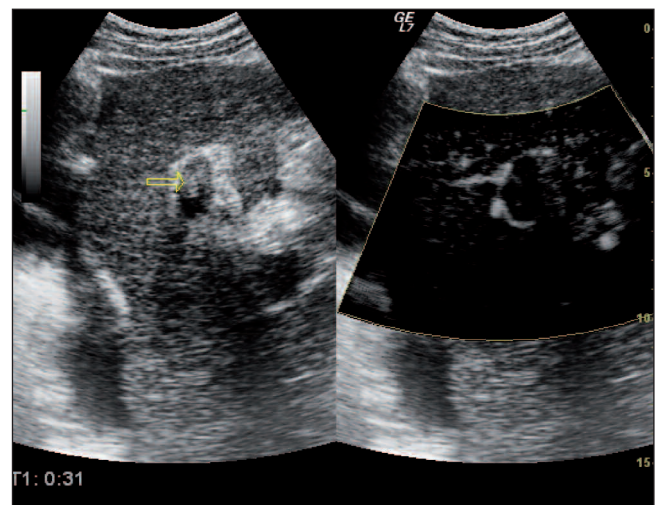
Trombosis portal de la rama izquierda en ecografía convencional (izquierda); la ecografía con contraste muestra que el trombo no capta contraste en fase arterial (derecha).
